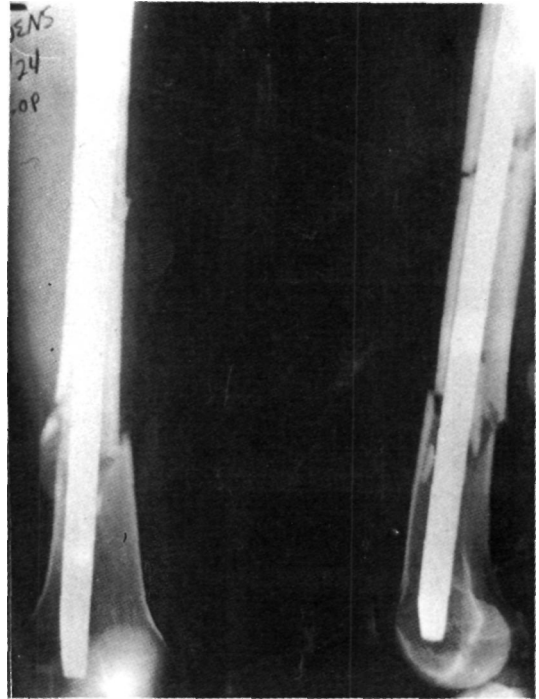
Radiografía de la fractura de la fig. 4 después del enclavamiento intramedular cerrado.
